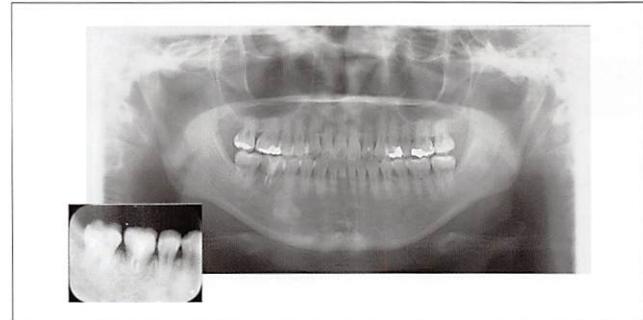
動的治療終了時パノラマX線写真およびデンタルX線写真（下顎右側臼歯部）
